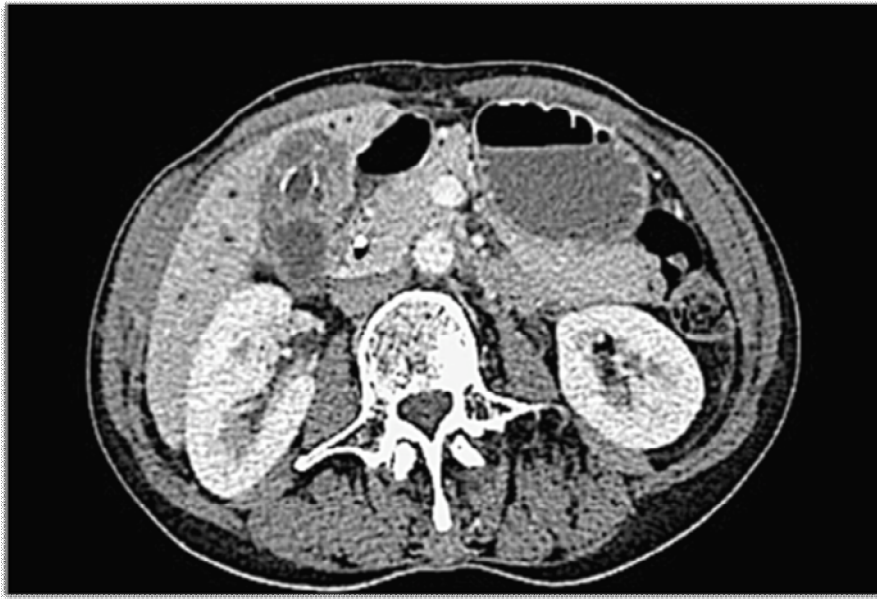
TDM d'un adénocarcinome vésiculaire. [39]
